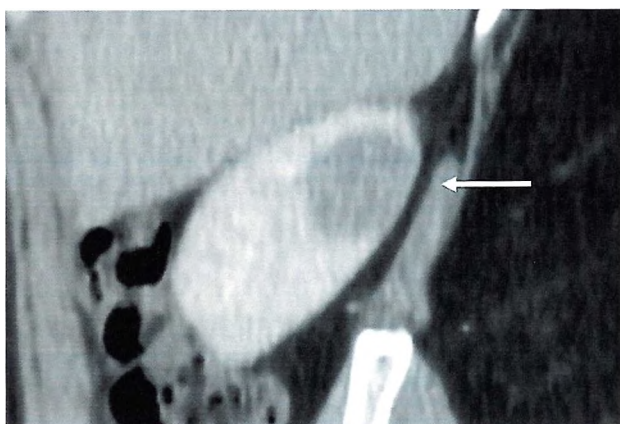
МСКТ опухоли левой почки с контрастированием, нефрографическая фаза. Размеры узла в различных плоскостях: 2,48 (а) - 2,52 (б) - 2,53 (в) см. Максимальный диаметр - 2,53 см.
